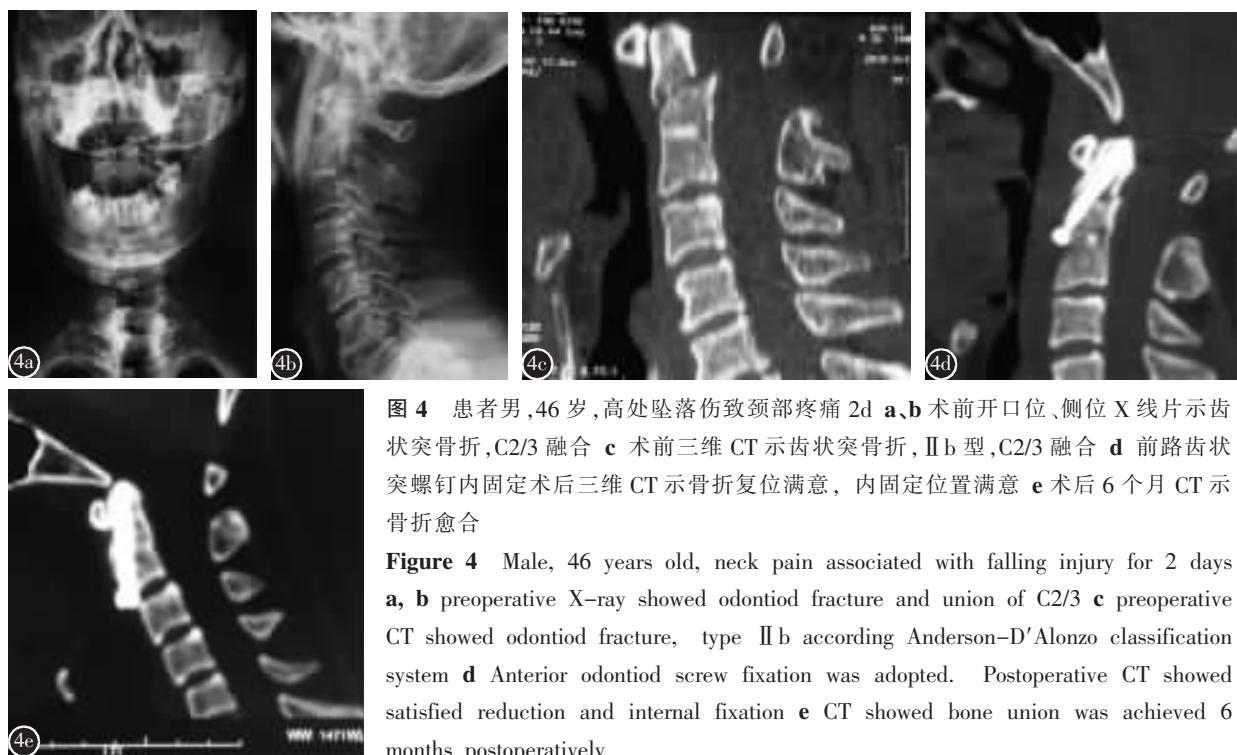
患者男,46岁,高处坠落伤致颈部疼痛2d a,b 术前开口位、侧位X线片示齿状突骨折,C2/3融合 c 术前三维CT示齿状突骨折,Ⅱb型,C2/3融合 d 前路齿状突螺钉内固定术后三维CT示骨折复位满意,内固定位置满意 e 术后6个月CT示骨折愈合
